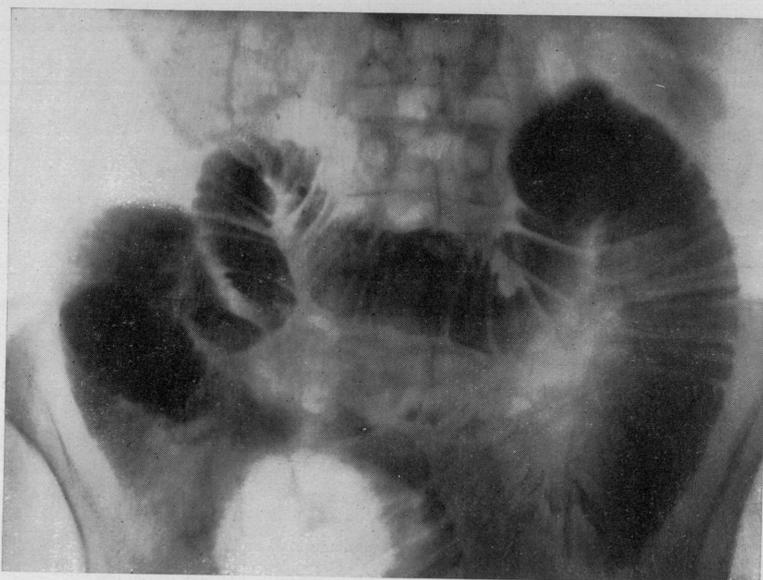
Radiografia eseguita 6 ore dopo l'ingestione del pasto opaco. Il mezzo di contrasto è tutto raccolto in una delle anse del tenue, atonica, ampiamente dilatata.
